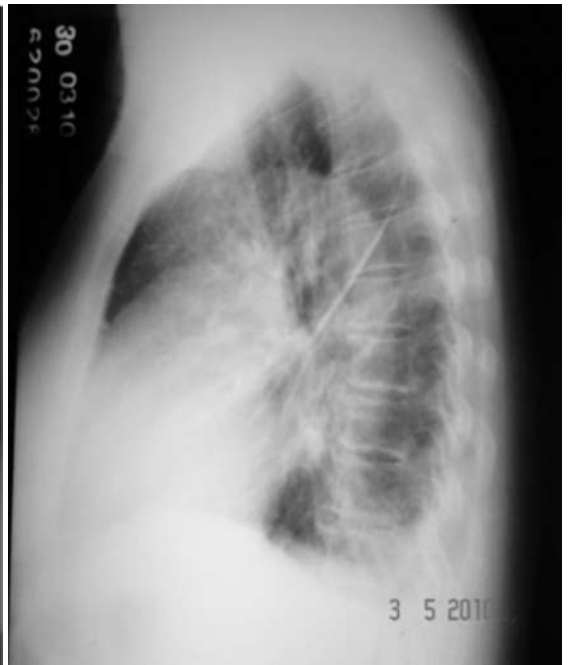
Telerradiografia de tórax perfil demonstrando redução do espaço retroesternal por aumento de ventrículo direito, aorta alongada e espondiloartrose dorsal.
